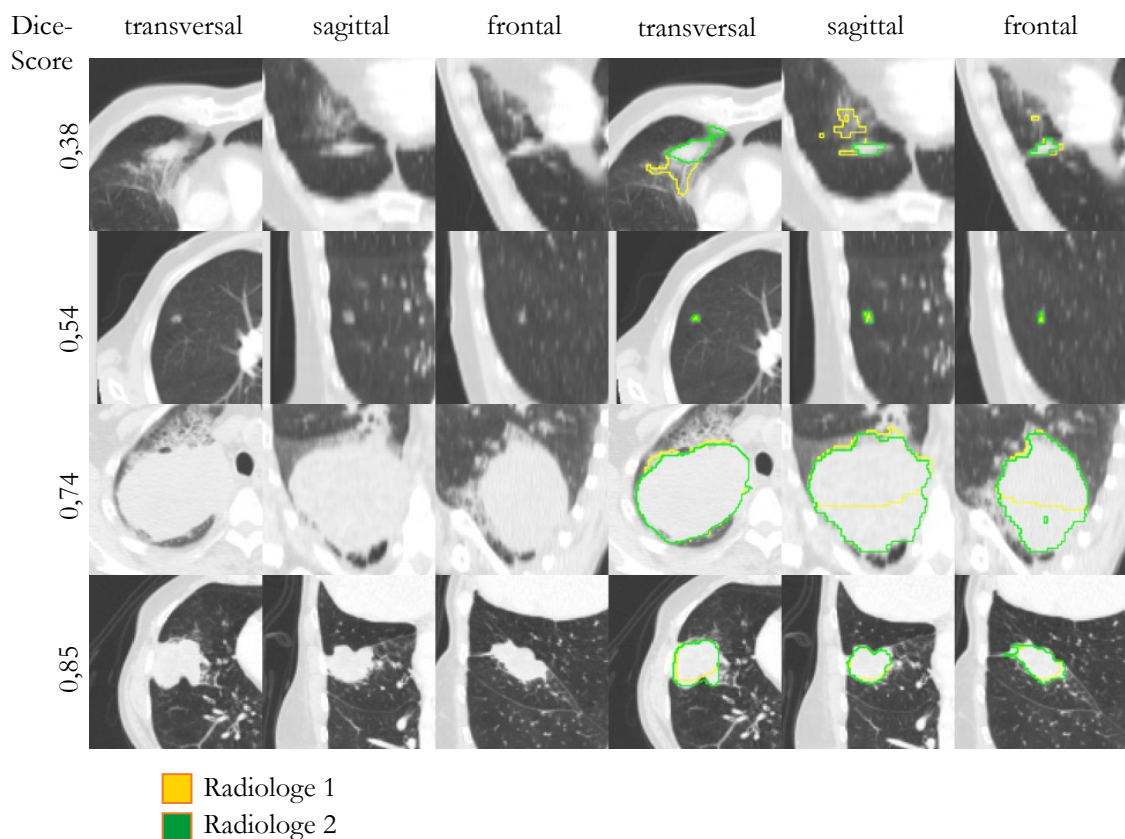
Vergleich der generierten Masken nach semi-automatischer Tumorsegmentation in zwei Sitzungen. CT-Schnitte von vier verschiedenen Lungentumore in transversaler, sagittaler und frontaler Ebene vor (linke Seite) und nach zweifacher Segmentation (rechte Seite). Die gelbe Umrandung zeigt das Ergebnis der Segmentation der ersten, die grüne Umrandung das der zweiten Sitzung. Am linken Rand sind die Dice-Scores der jeweiligen Zeile abgebildet.
